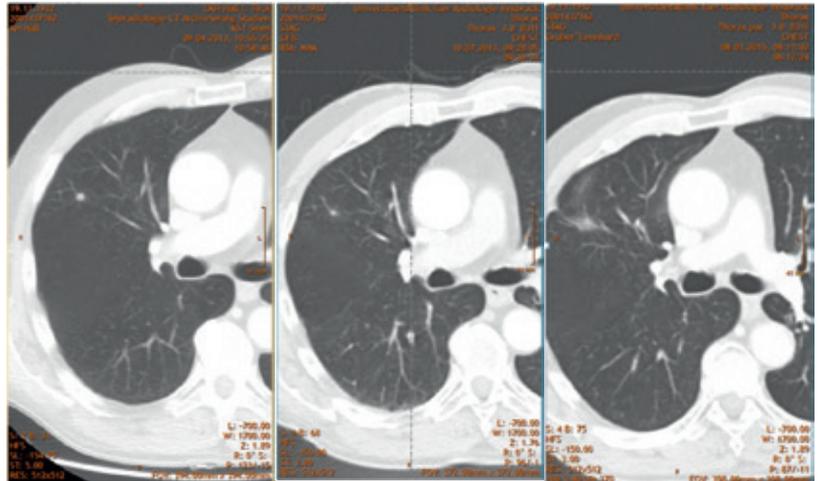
CT desselben Patienten vor der Bestrahlung (links), 3 Monate nach der Bestrahlung (Mitte) und 9 Monate nach der Bestrahlung (rechts)
